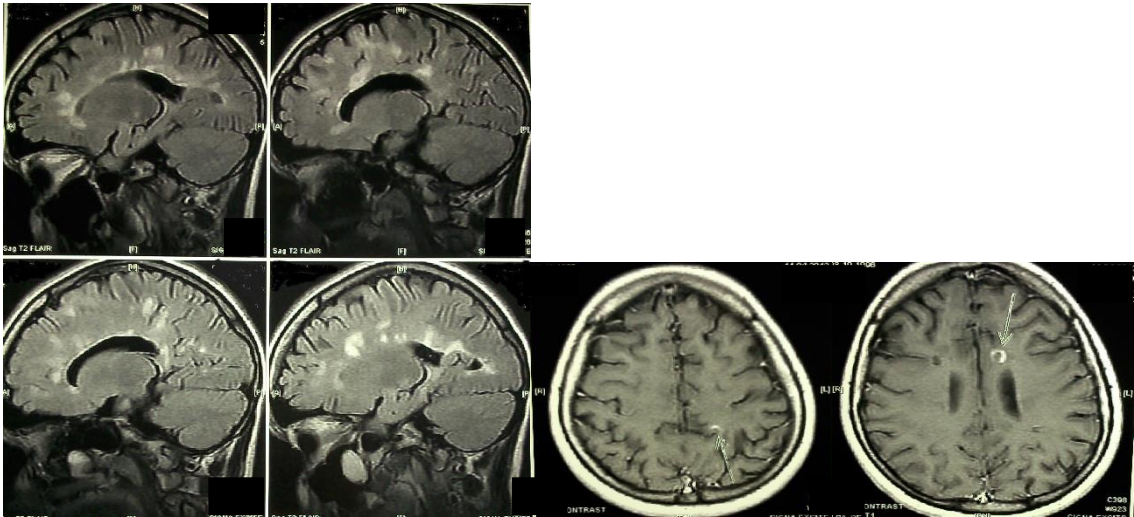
МРТ головного мозга пациента А., 16 лет. FLAIR-ИП, T1-ВИ с контрастированием
